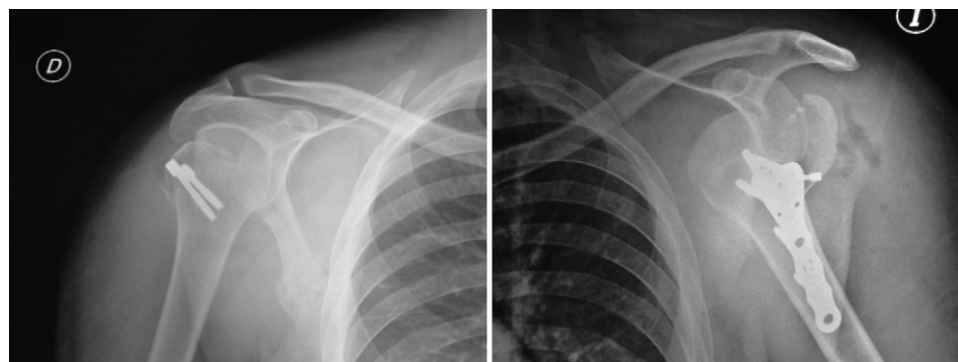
Radiografía de hombro. D: derecho; I: izquierdo.
